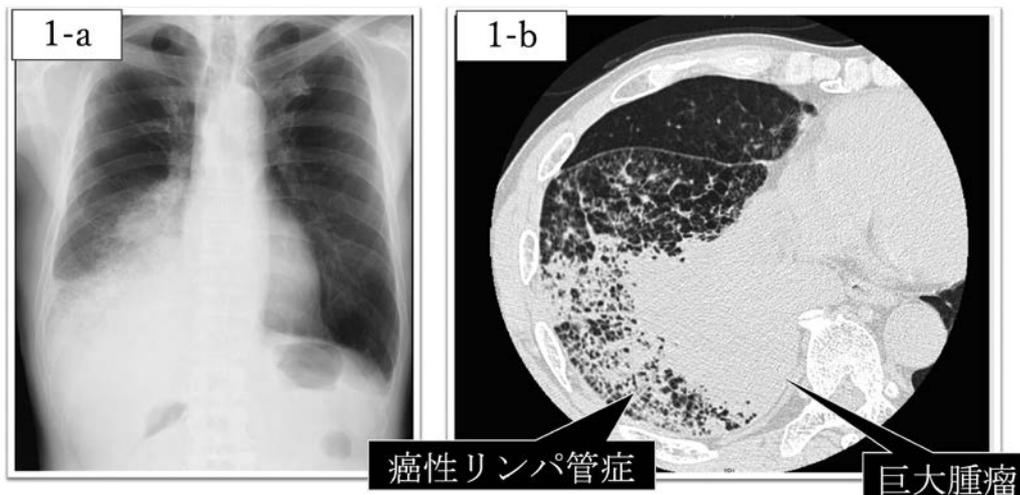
胸部単純レントゲン検査，胸部CT検査（初診時）
